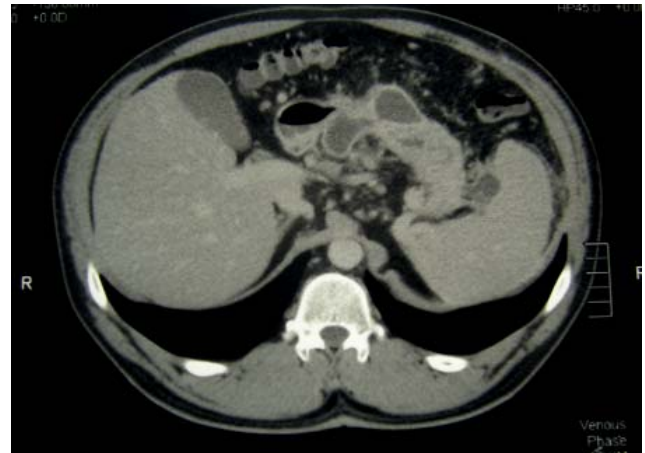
Компьютерная томограмма с внутривенным болюсным усилением. Тот же пациент. Гомогенные жидкостные образования с четкой стенкой. Поджелудочная железа контрастируется равномерно.
